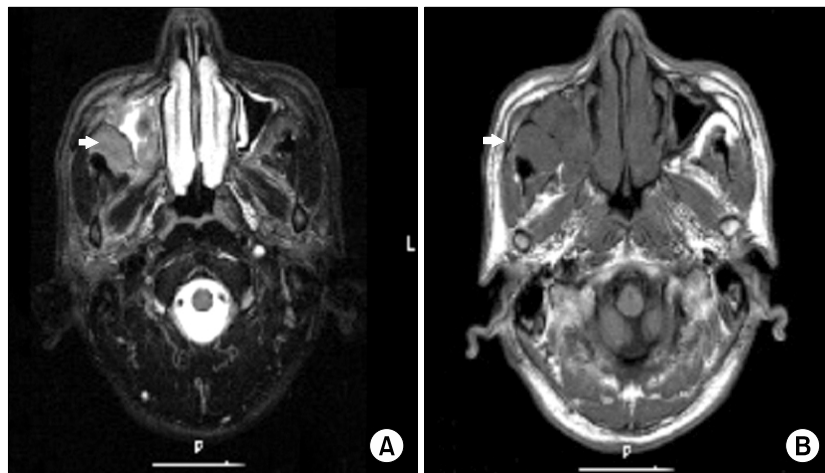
A brain MRI shows low signal mass in right maxillary sinus (arrow). (A) T2 weighted image. (B) Gd-DTPA enhanced T1 weighted image.
